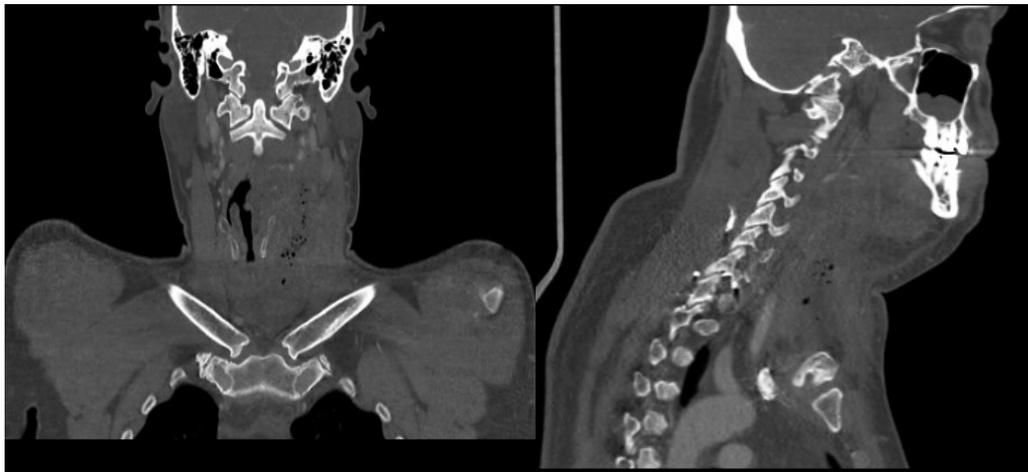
Presença de coleção purulenta vista em imagem de Tomografia Computadorizada: cortes coronal e sagital. Pelotas-RS, 2022.
